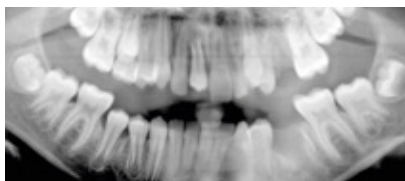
Röntgenbild nach Zahntransplantation
